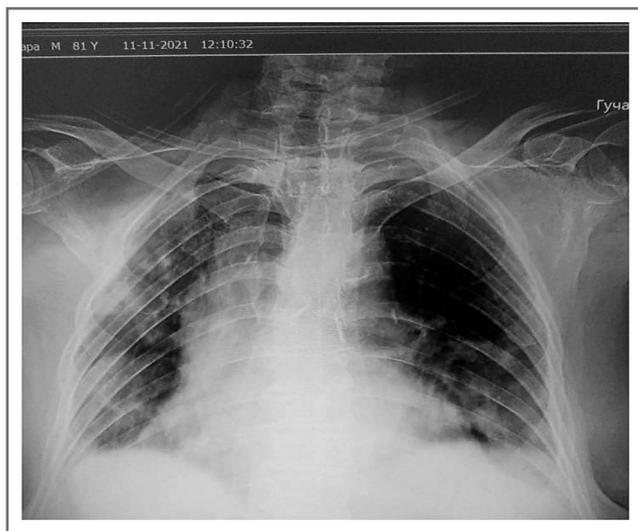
Рентгенограмма ОГК больной Ж. от 11.11.2021.
